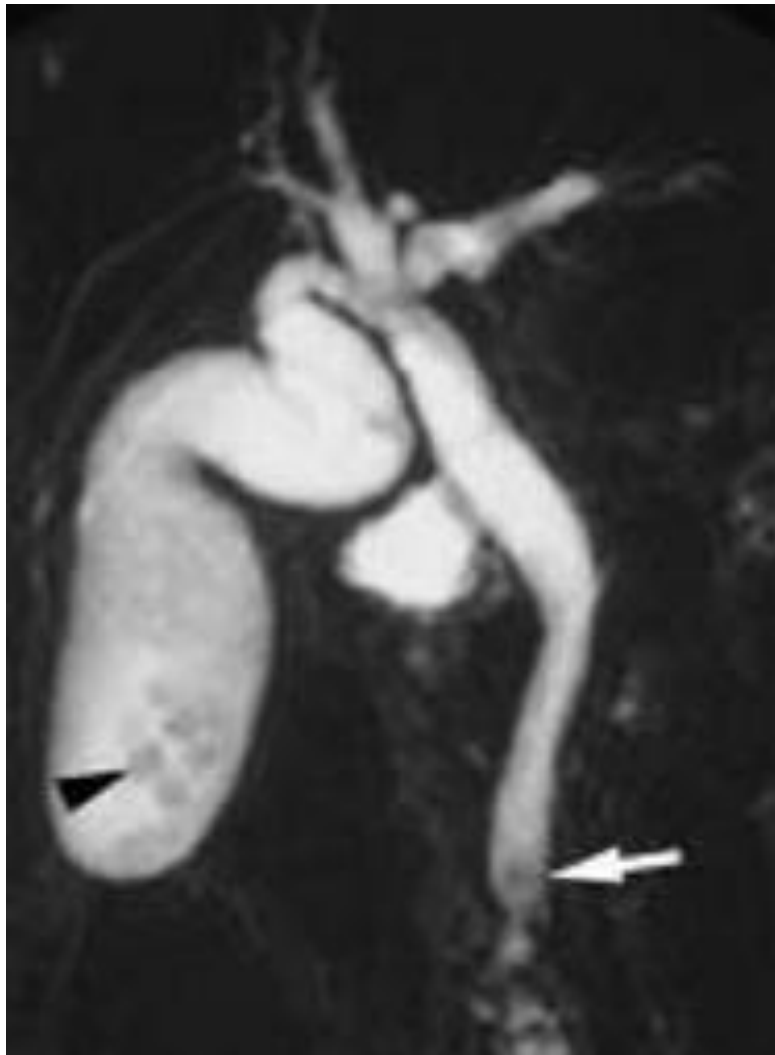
Cholangiographie par IRM : les coupes coronales épaisses montrent une hypointensité floue du bas cholédoque (flèche) et la présence de calcul vésiculaire (tête de flèche) (26)
